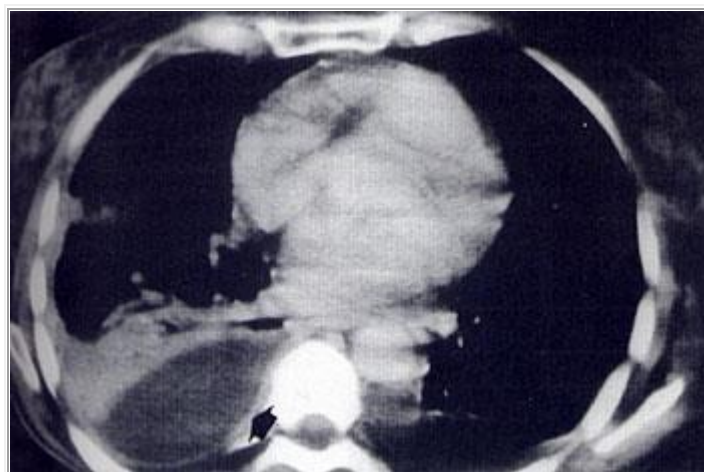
La TAC muestra que la imagen en estudio corresponde a una acumulación de líquido en relación a una pleura engrosada que el medio de contraste revela como muy vascularizada.
